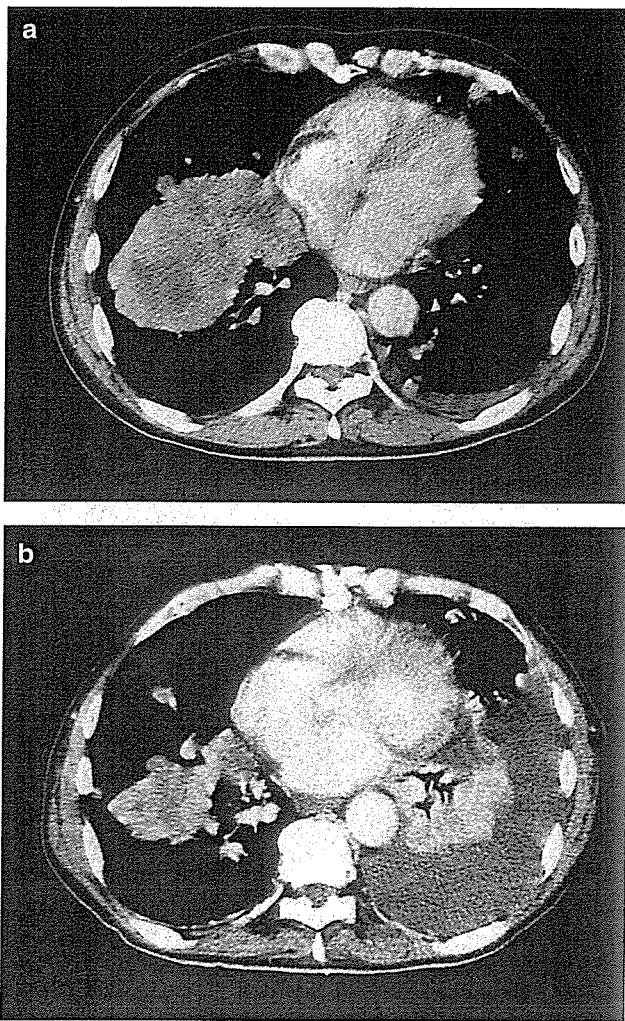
Chest CT scan (a) before and (b) 1 month after the initiation of IL-2 treatment. Note the marked regression of a right lung hilar mass despite progression of the other metastatic nodules and pleural effusion.
